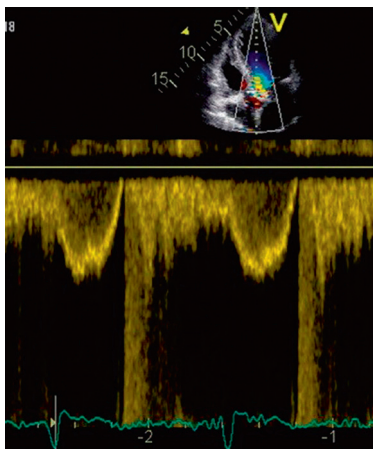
ETT, Doppler pulsé. Enregistrement du flux sous-aortique.
